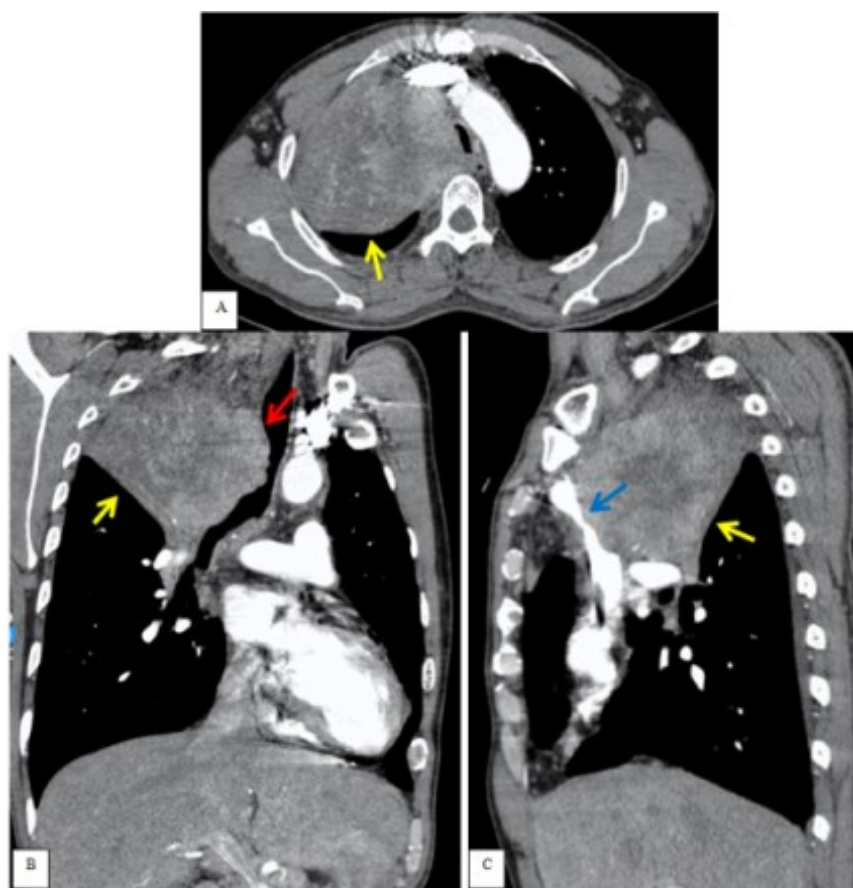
CT ngực cửa sổ phổi ở 3 bình diện
